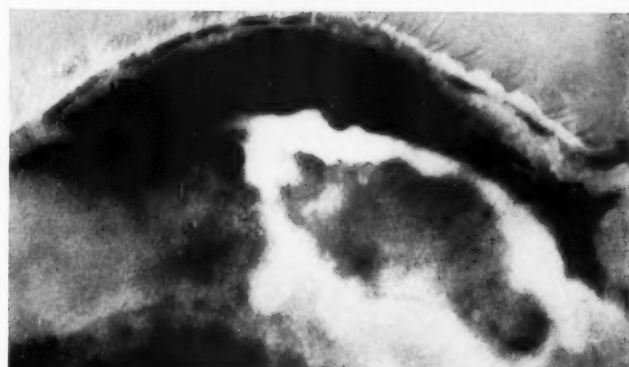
Autoradiographie eines Abszeßgebietes nach Injektion von $25 \mu C Fe^{59}$. Abszeßhöhle eisenfrei.
